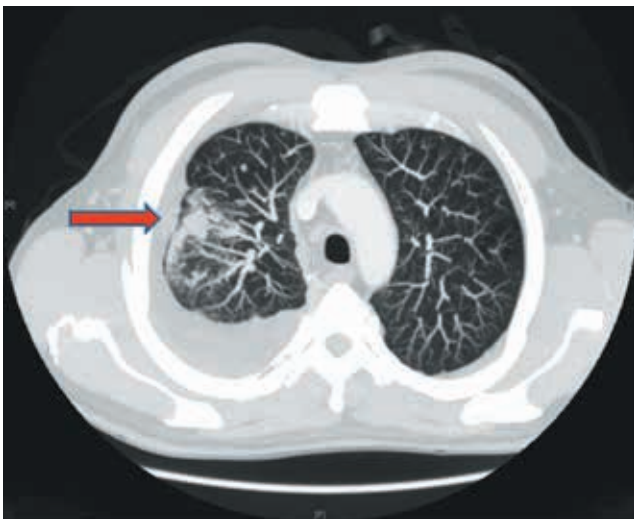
TAC de tórax (ventana pulmonar): se aprecia derrame pleural derecho de moderada cuantía y características atípicas, junto con un aumento de densidad localizada en el lóbulo superior derecho (flecha roja).
